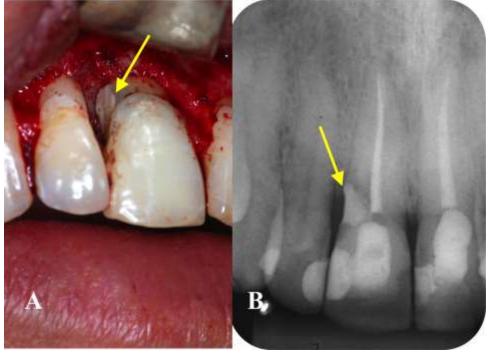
Restauração com CIV e radiografia comprobatória
